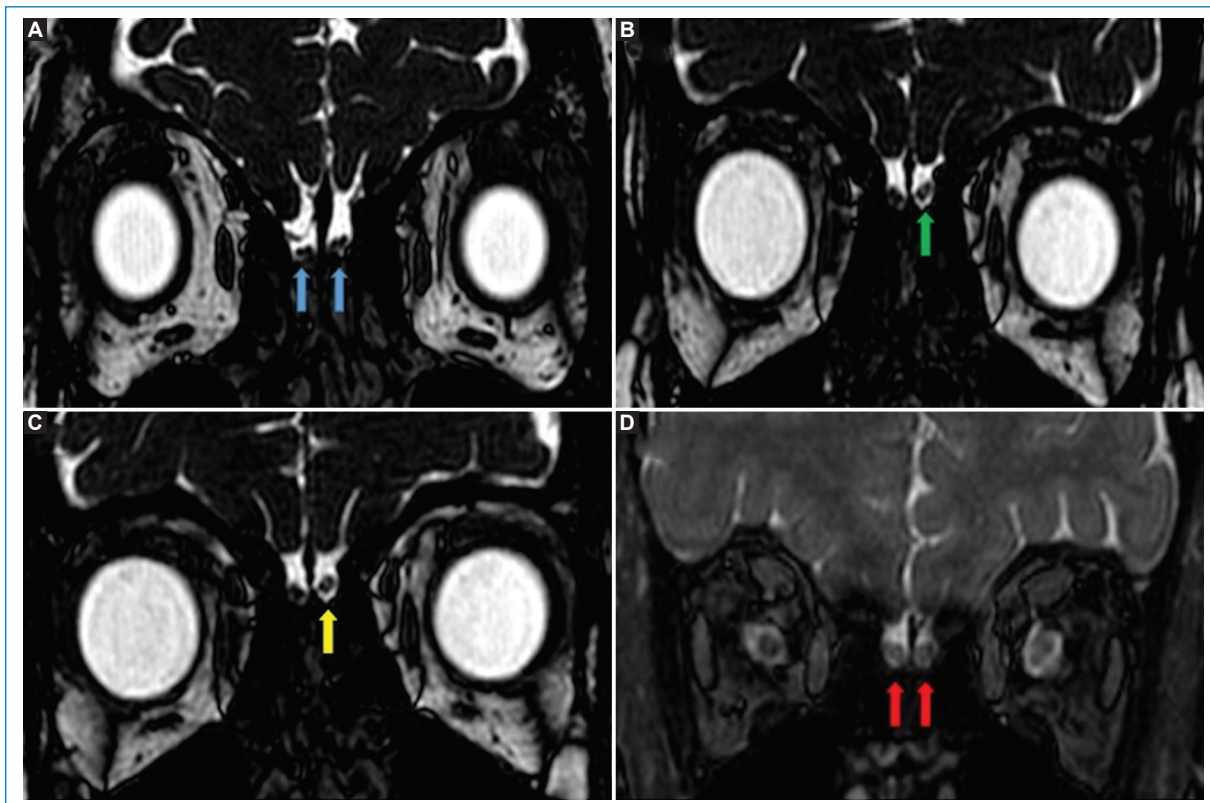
RM en plano coronal, secuencia ponderada en T2, cortes finos sin contraste. A: bulbos olfatorios normales (flechas azules). B: aumento de la señal del bulbo olfatorio izquierdo (flecha verde). C: asimetría de ambos bulbos olfatorios evidenciando aumento de la señal con sutil incremento de volumen del bulbo olfatorio izquierdo (flecha amarilla). D: RM en plano coronal, secuencia STIR, cortes finos sin contraste, que muestra aumento de volumen de ambos bulbos olfatorios con ligero incremento en su señal (flechas rojas).
